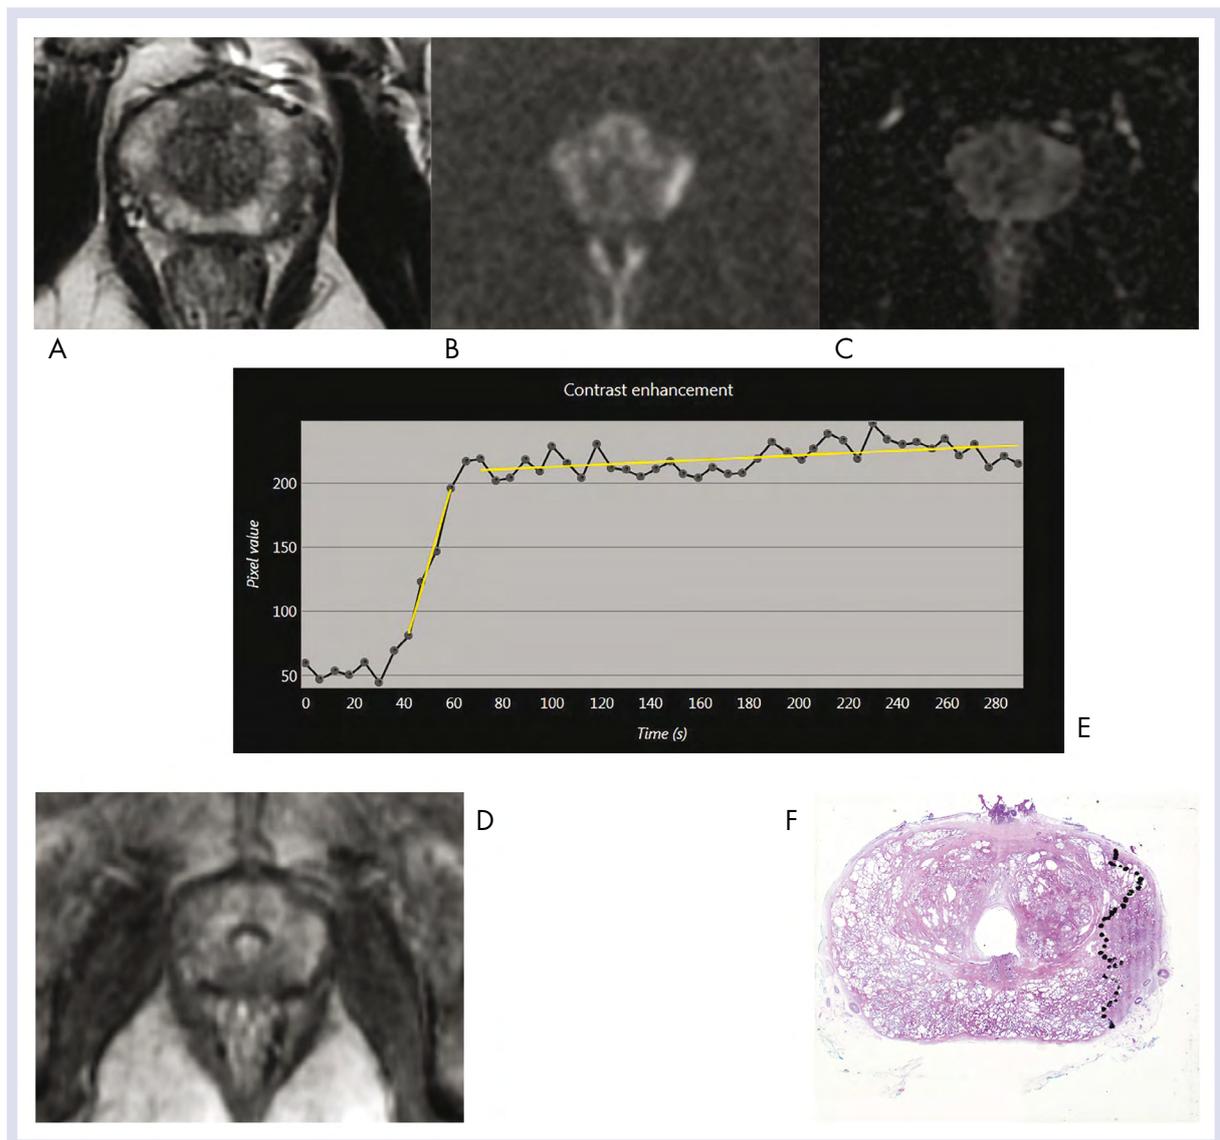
Imaging multiparametrico della prostata con Clariscan, in paziente con 66 anni con PSA 8,6 ng/ml, con correlazione istologica: (A) immagini T2 pesate assiali mostrano una lesione a bassa intensità di segnale nella porzione laterale medio-basale sinistra, in sede sottocapsulare; (B) nello stesso nodulo, coesiste restrizione in DWI confermata dalla mappa ADC (C), L'utilizzo del Clariscan con tecnica DCE (dynamic contrast-enhancement; D) e relativa curva di contrast enhancement (E) confermano la presenza della lesione, che presenta marcata impregnazione circa 40 secondi dall'infusione per via endovenosa. La lesione primitiva è risultata essere un adenocarcinoma ben differenziato (Gleason 4+3). Preparato istologico correlato con le immagini RM (F).
